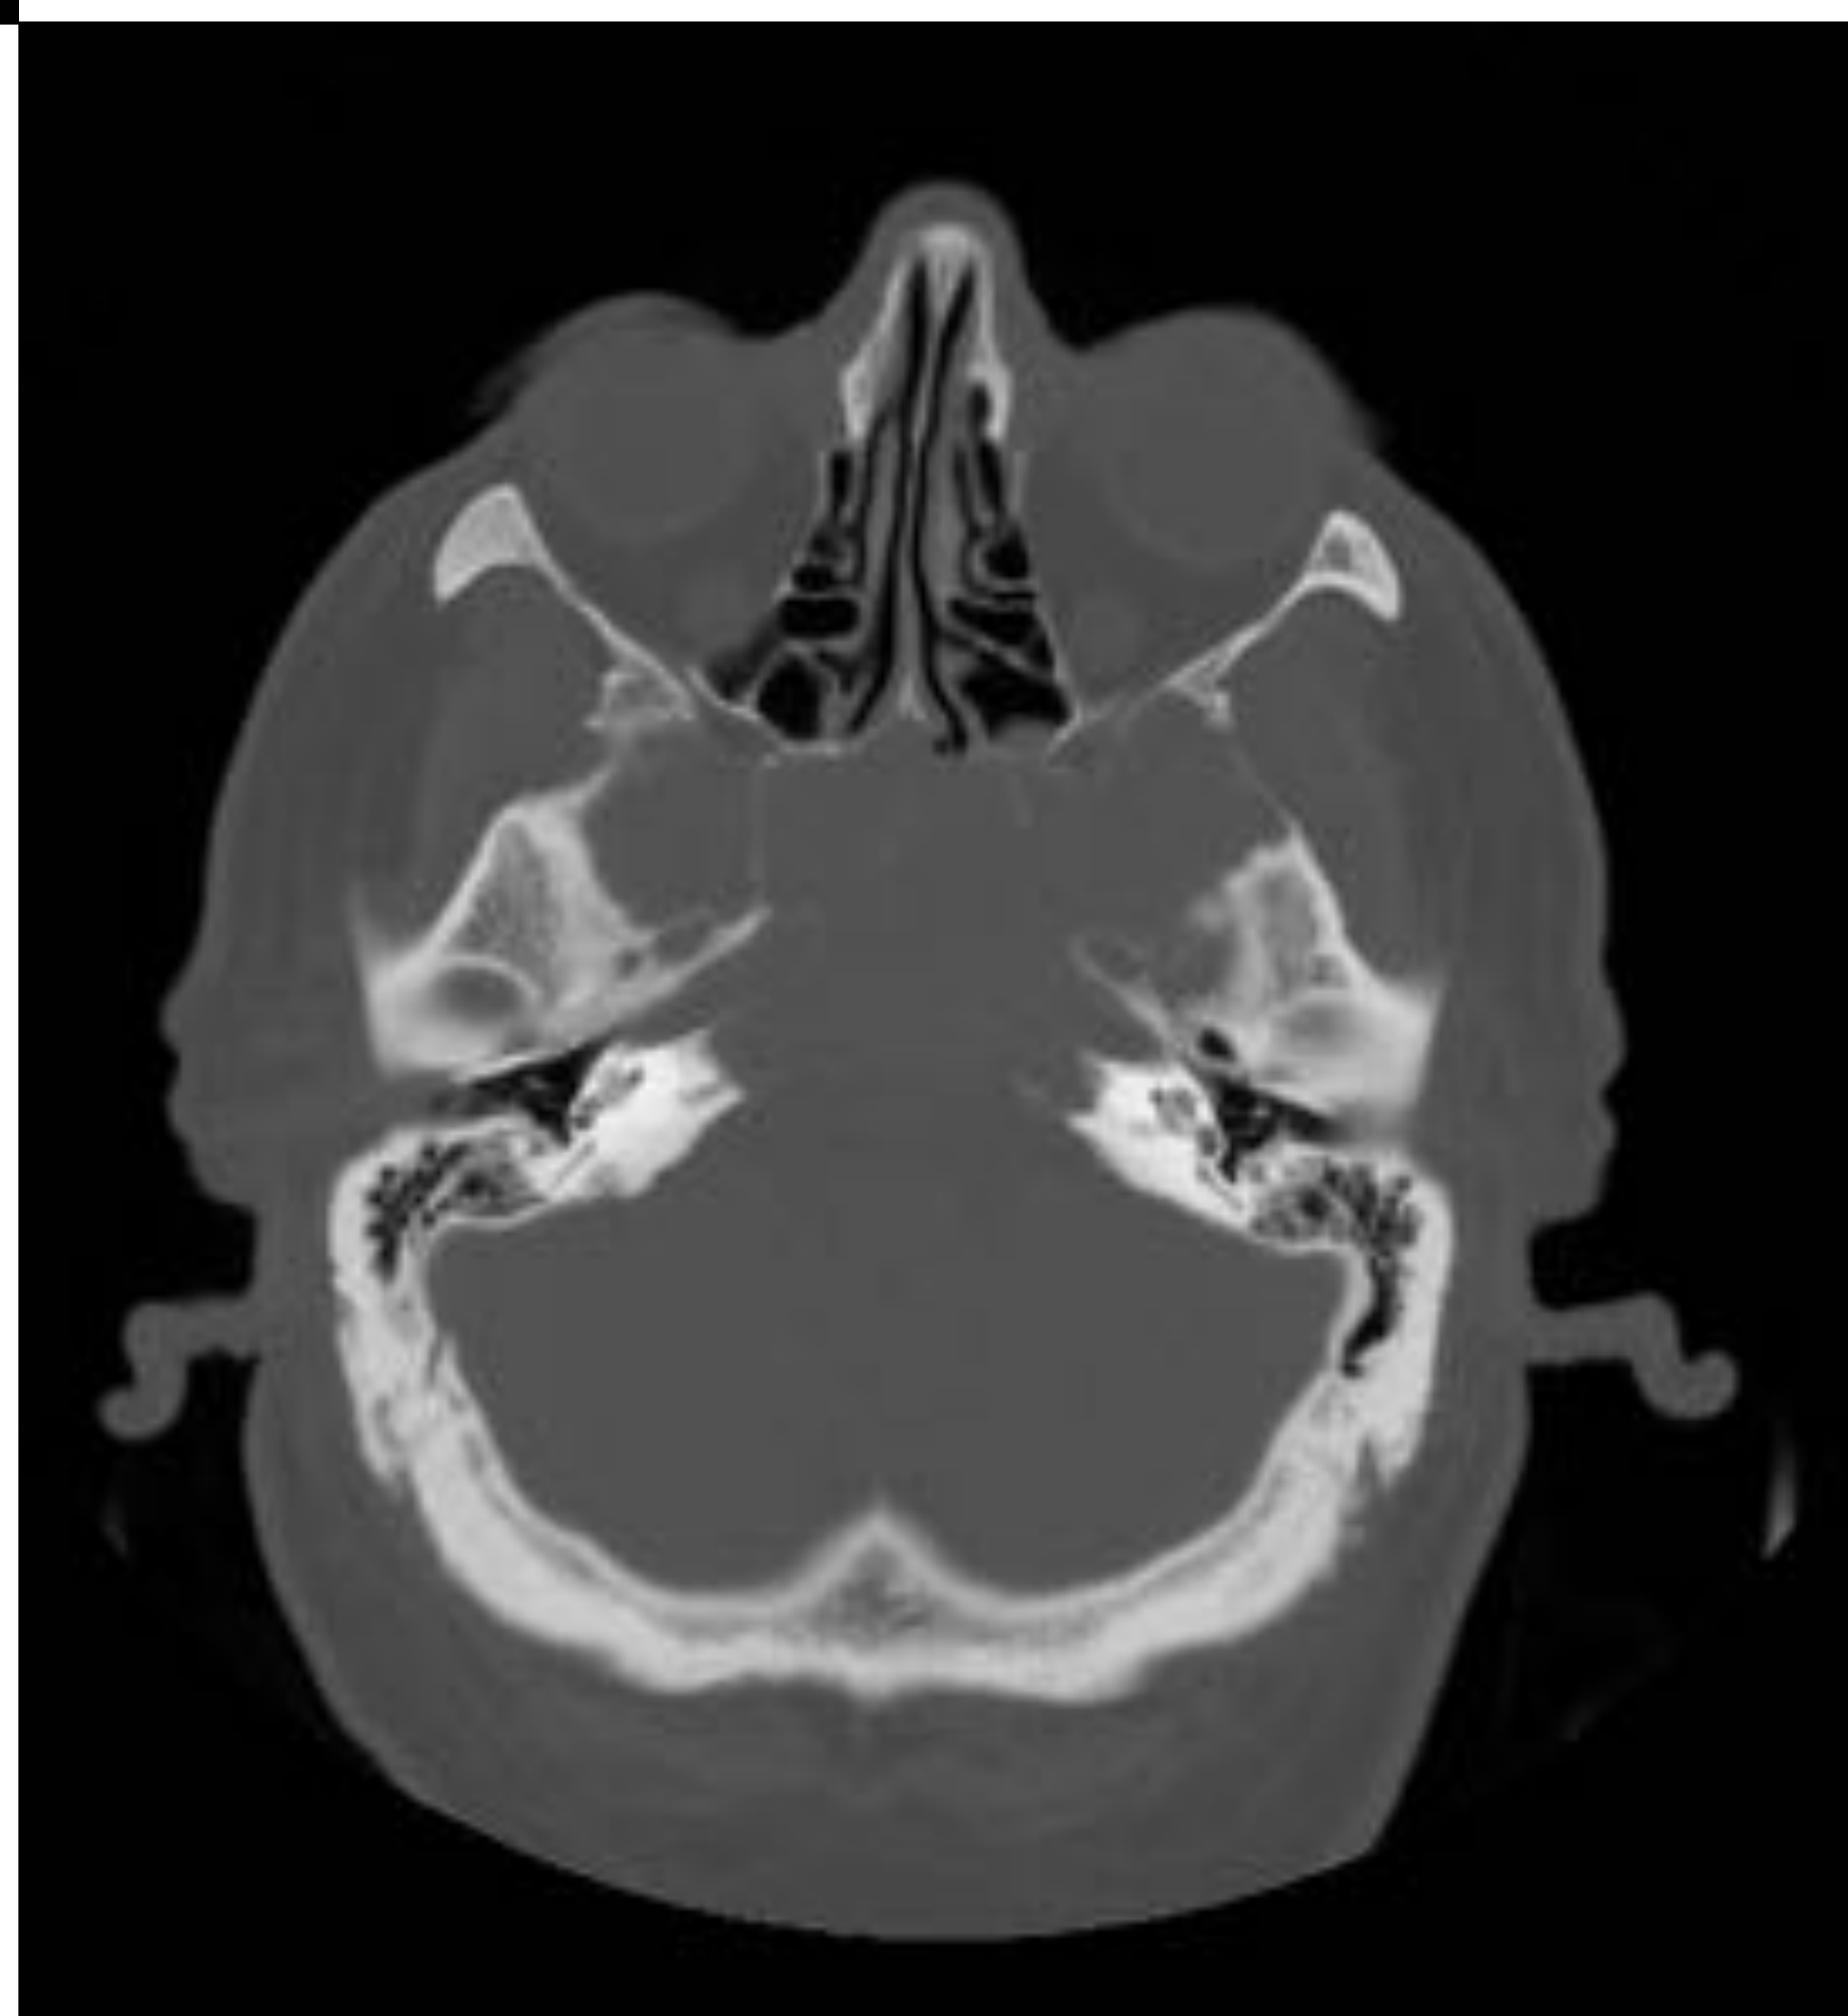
TC sin civ, ventanas de tejido blando y ósea.
